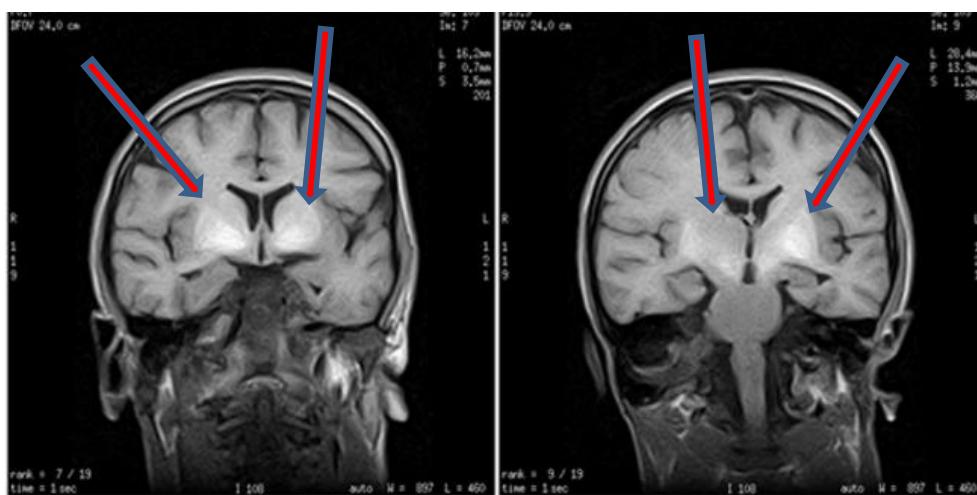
МРТ-зображення головного мозку пацієнта з марганцевою енцефалопатією.
